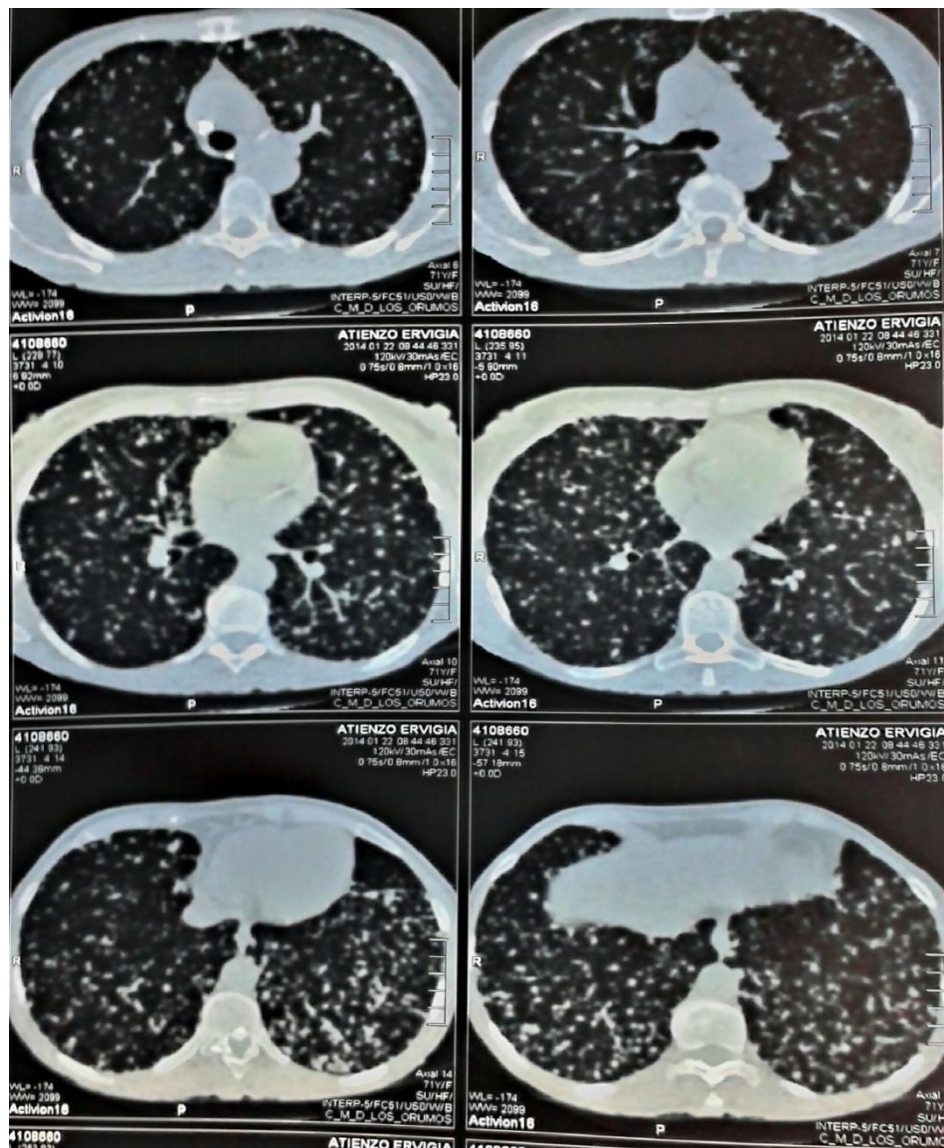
Tomografía axial computarizada (TAC) de campos pulmonares. 2014
